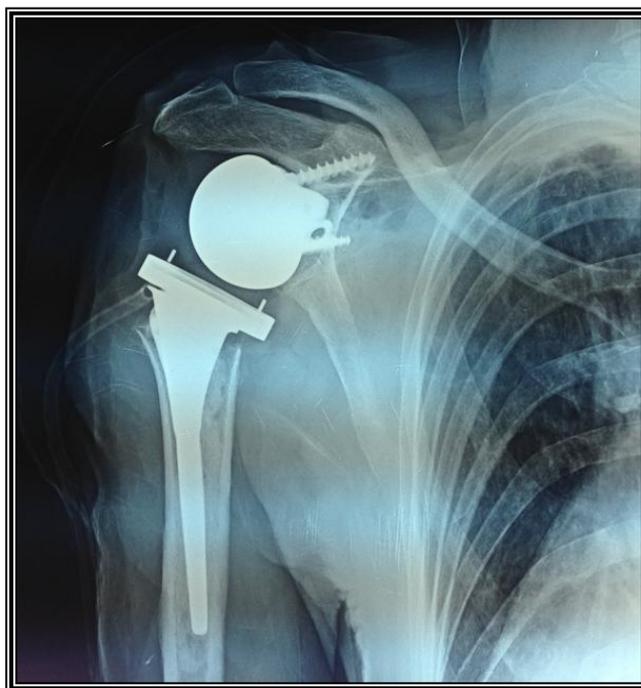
Radiographie de face de l'épaule droite ,après la mise en place d'une prothèse inversée.
